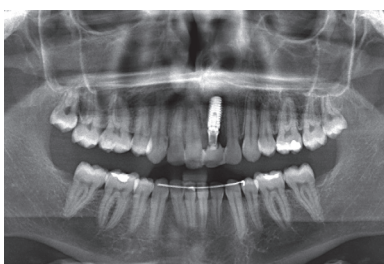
Radiografia inicial. O implante está inserido e osteointegrado mas apresenta problemas de reabilitação sérios, pelo que deve ser removido.
